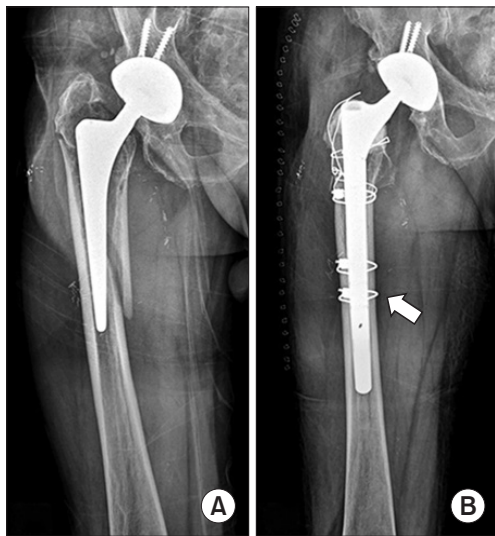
(A) Preoperative radiograph of the femur shows a Vancouver type-B2 fracture. (B) Postoperative radiograph shows revision of the femoral stem using a prophylactic cable (arrow).
